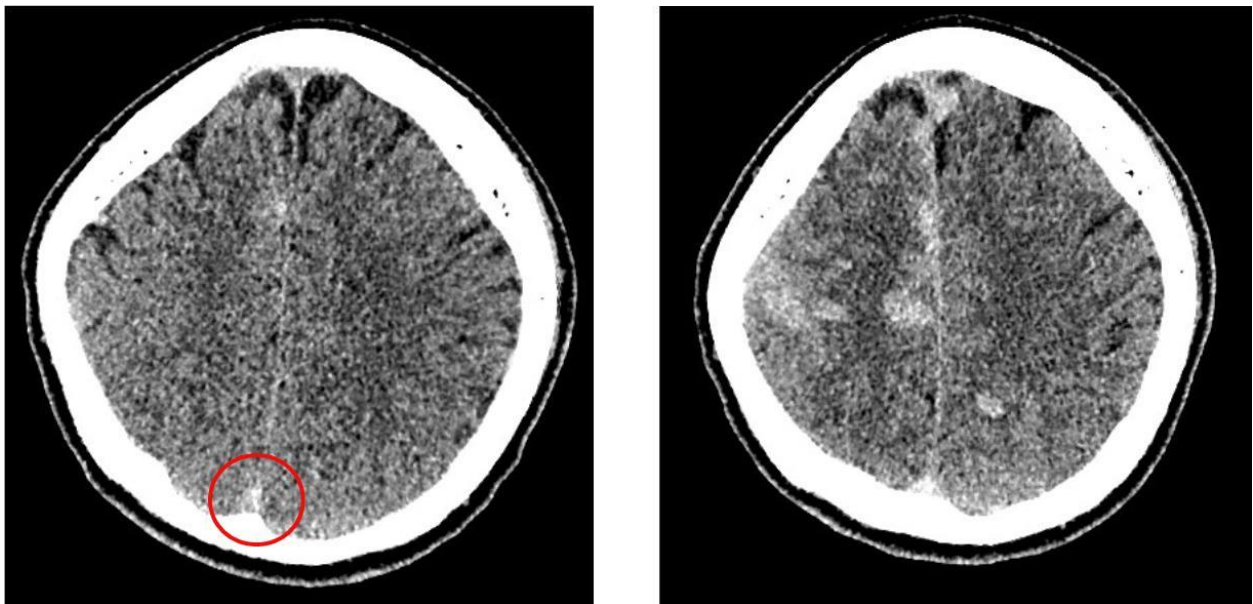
CT-Befund vor (links) und nach (rechts) Lysetherapie (Patient 1)
